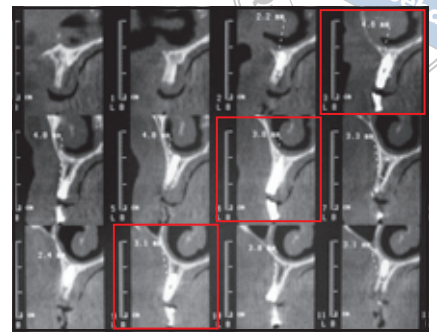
Postoperative CT-Scans nach der Implantation.
